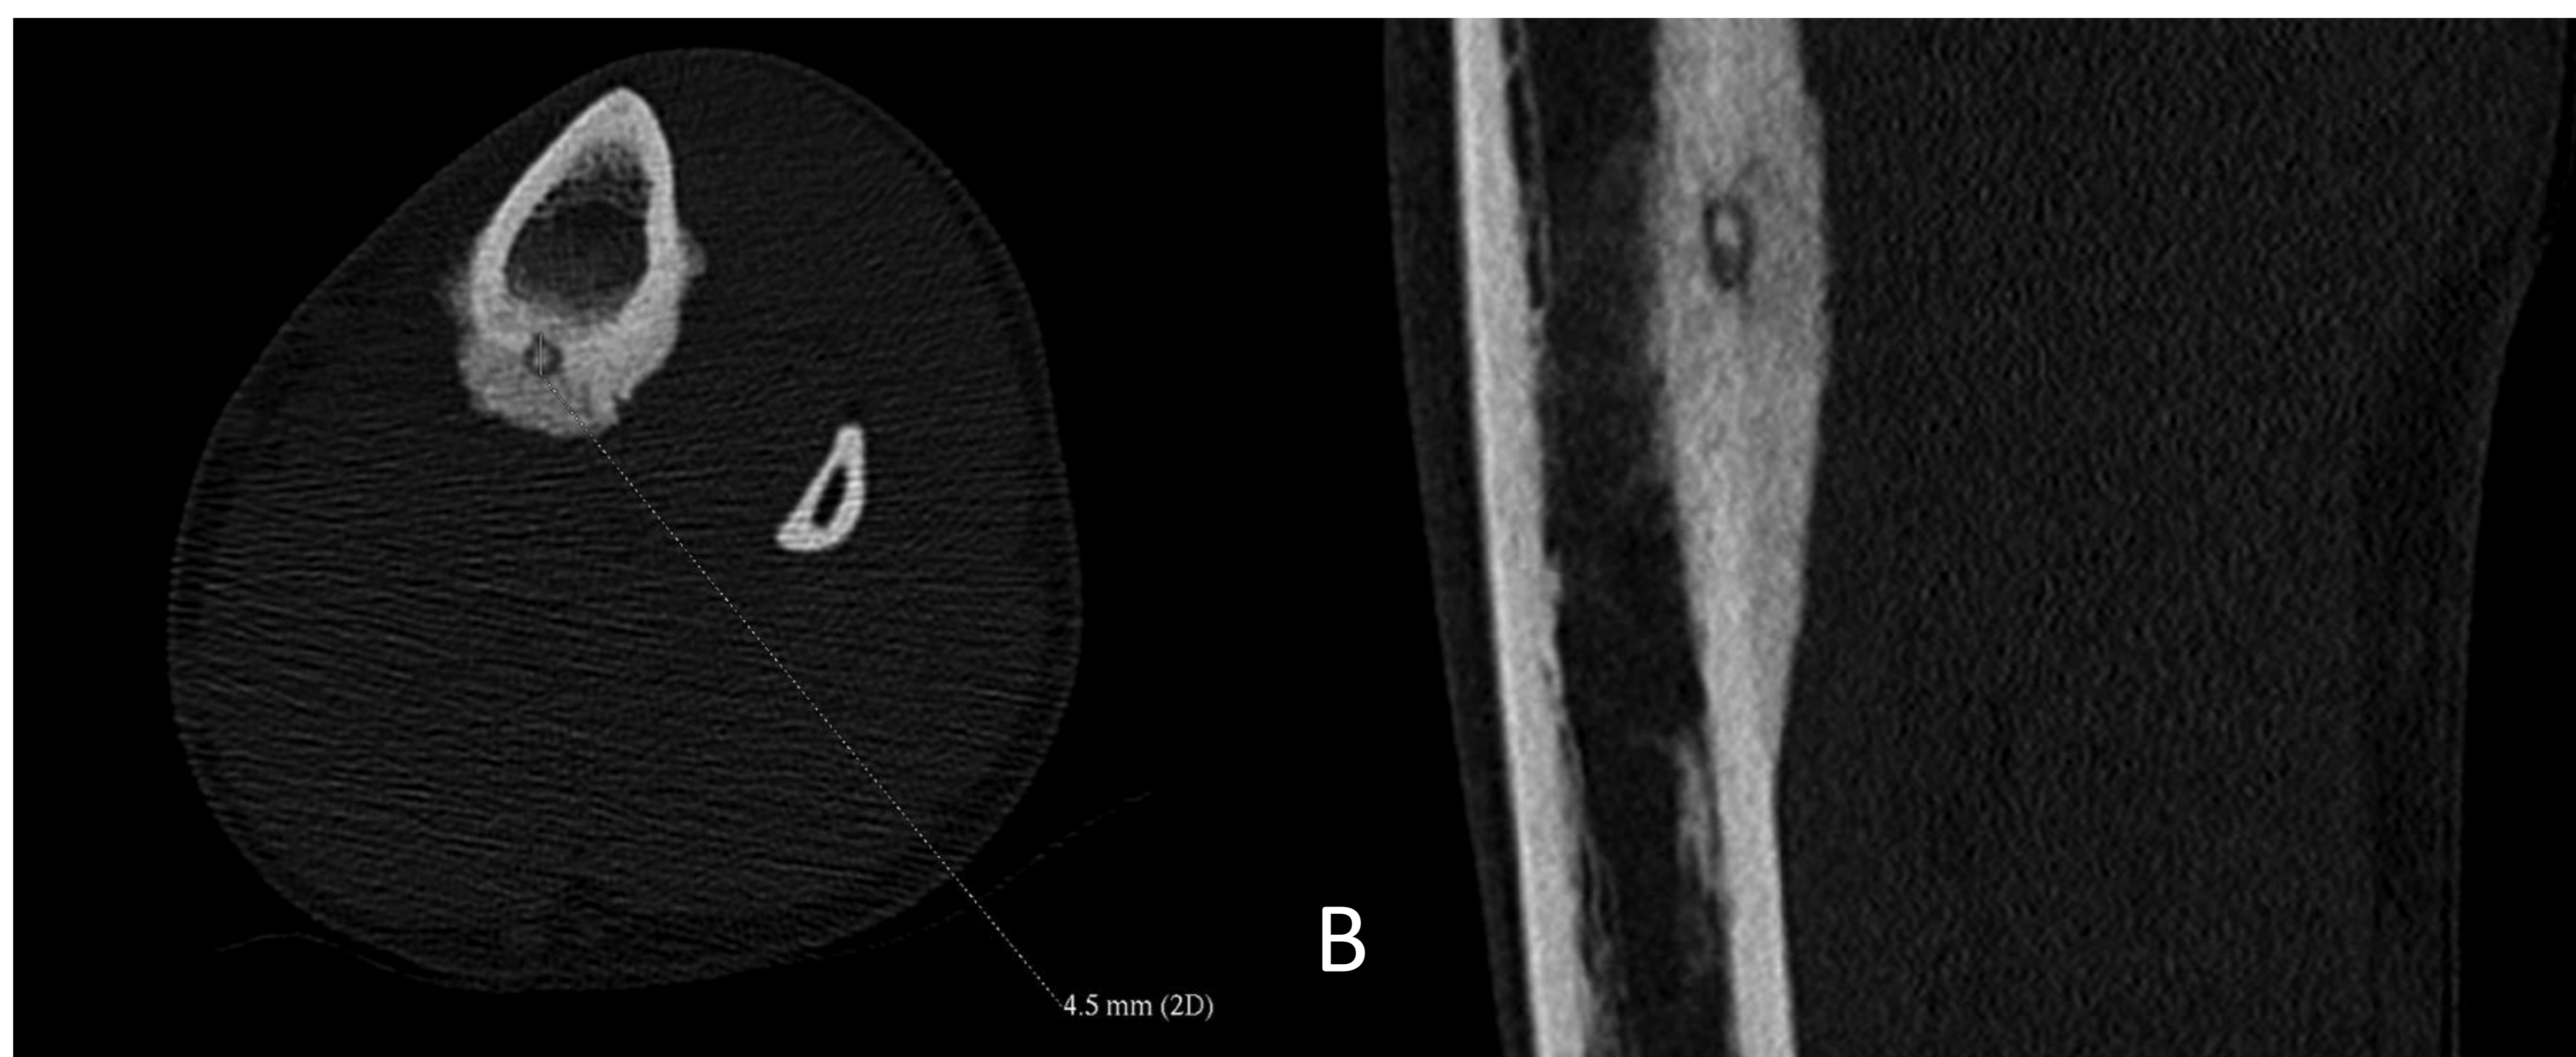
Osteoma osteoide. Rx simple AP y lateral (A) de pierna donde se observa una reacción perióstica de aspecto benigno en el aspecto posterolateral de la diáfisis tibial. En TC (B) se observa el engrosamiento del cortical, la reacción perióstica y el nidus.
